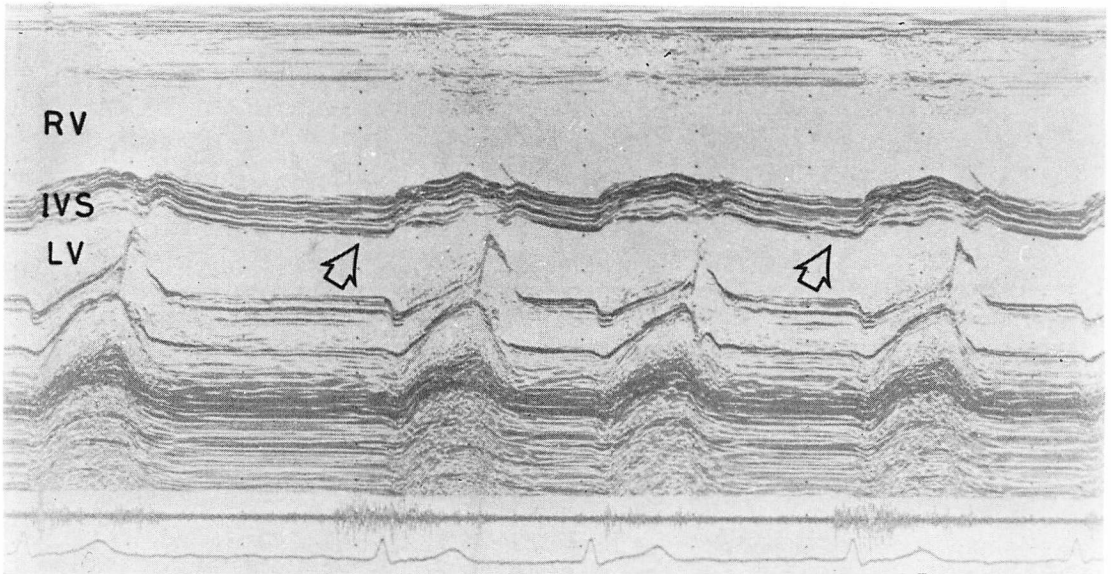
M-mode echocardiogram obtained from a case with atrial septal defect complicated with atrial fibrillation (Case 14).
